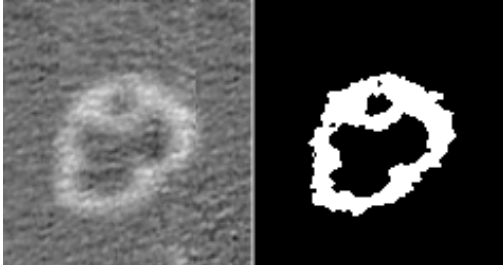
Testbildgenerierung, von links nach rechts: Ausgangsbild mit Modellobjekt, Bild mit natürlichem Rauschen, das aus einem homogenen Bildbereich eines CT-Bildes extrahiert wurde, Testbild mit einem SNR von 1.5:1, Segmentierungsergebnis für den ersten Durchlauf, endgültiges Segmentierungsergebnis. Bilder aus [Pohl01]
